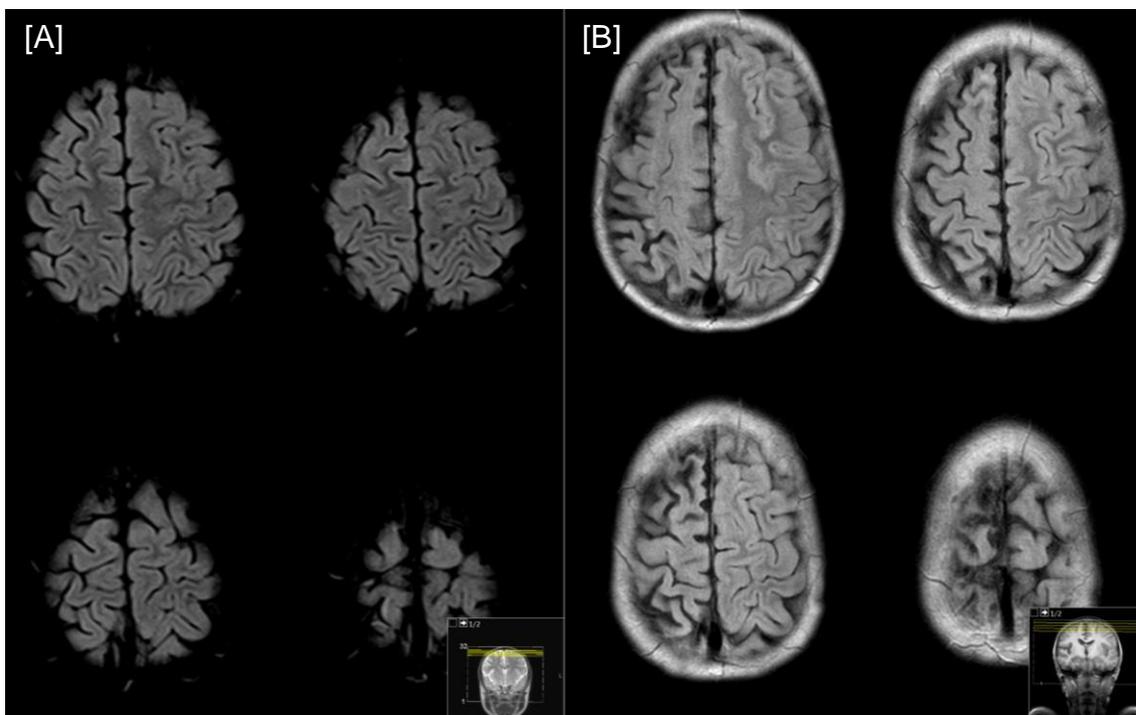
[A] 29/10/2011 [B] 25/06/2012 | RM-CE, ponderação T2, sequência FLAIR, cortes transversais; [A] com supressão de gordura. Evolução neuro-imagiológica evidenciando, em [B], atrofia progressiva das circunvoluções frontais e parietais na alta convexidade direita (designadamente, frontal superior e parietal superior), condicionando alargamento da vala sylvica e sulcos corticais regionais, com discreto hipersinal associado.
